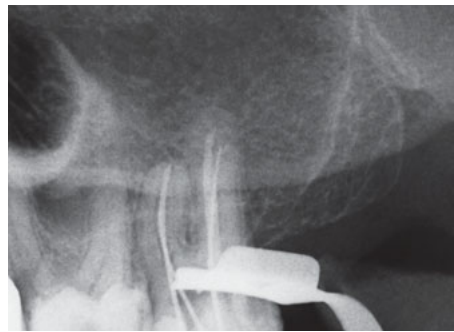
Messröntgenaufnahme Regio 27.
